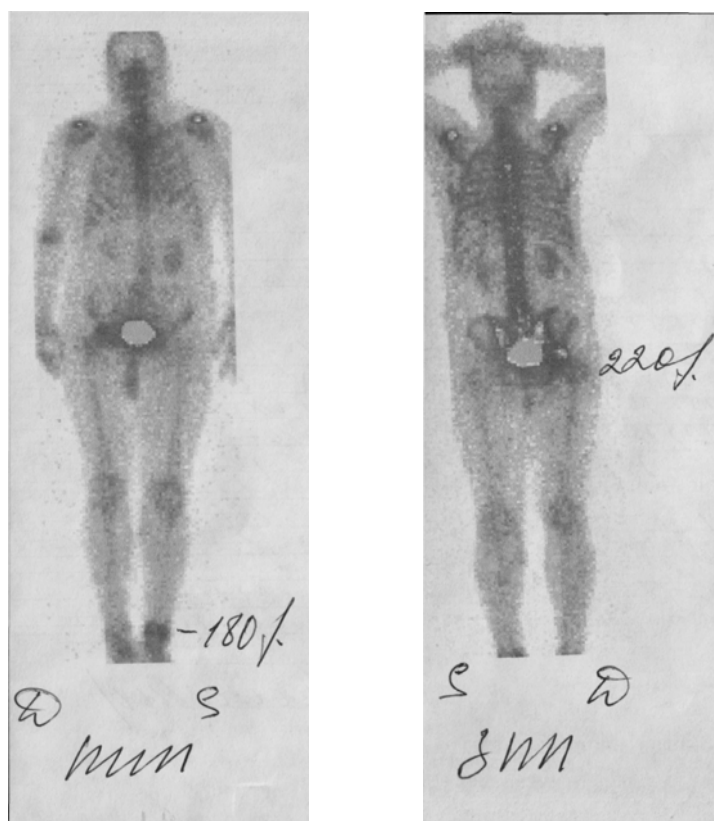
Остеосцинтиграфия. Обширные метастазы рака простаты в кости
